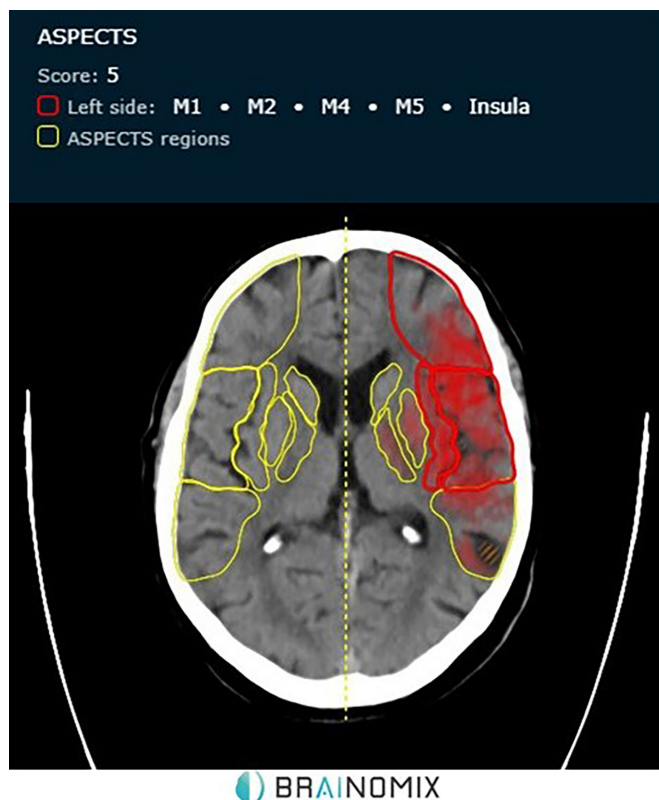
Esempio di calcolo automatico del punteggio ASPECT tramite il software Brainomix©.
